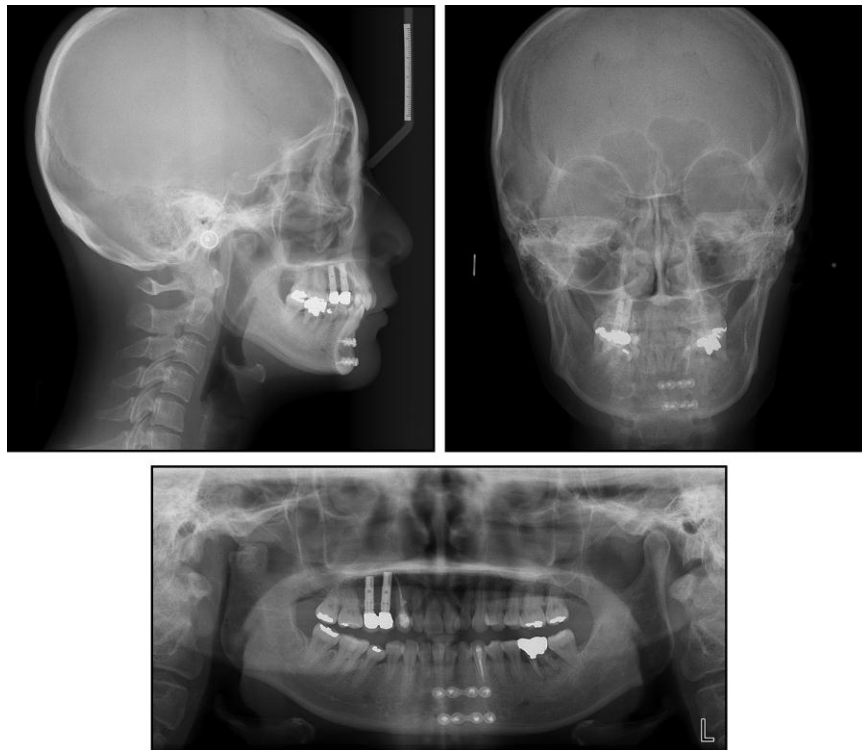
(19) Radiografía craneal cefalométrica lateral, radiografía posteroanterior (PA) y ortopantomografía.
